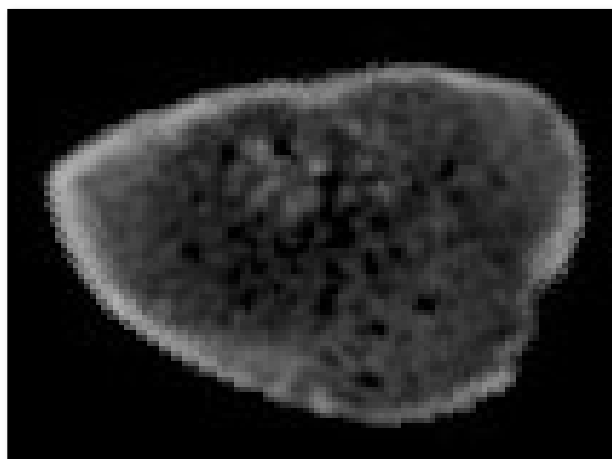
Caso 89. Estudio de SPECT con corte axial.
